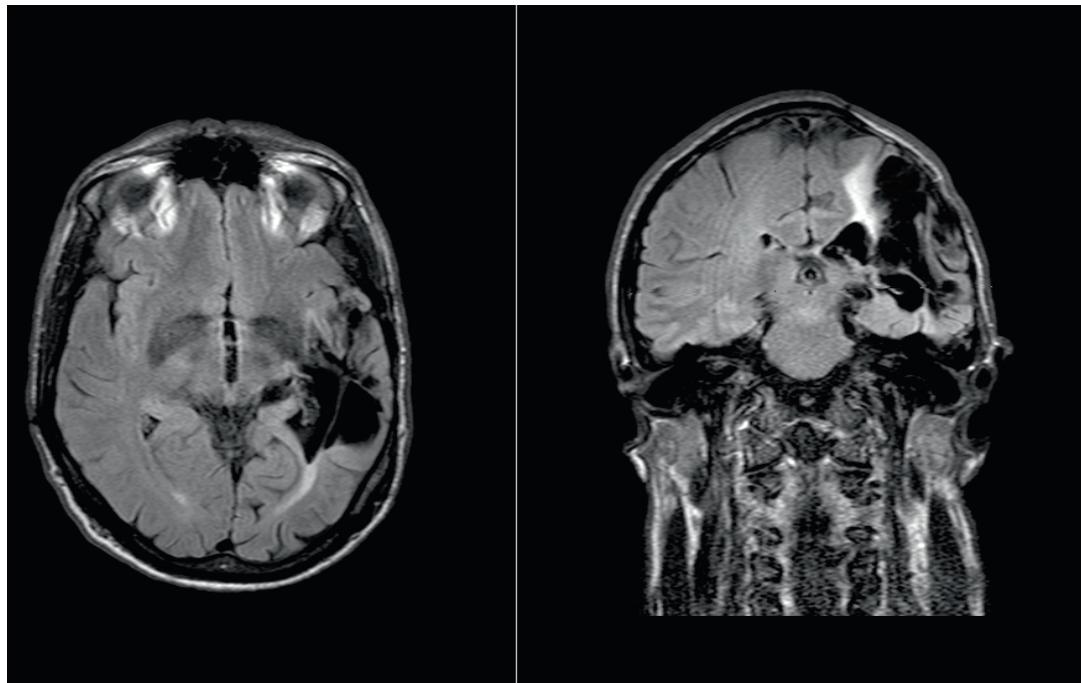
MRI Schädel, axiale und coronare Flair-Aufnahmen: Residueller temporo-parieto-occipitaler Substanzdefekt bei St. n. SHT 1972.
